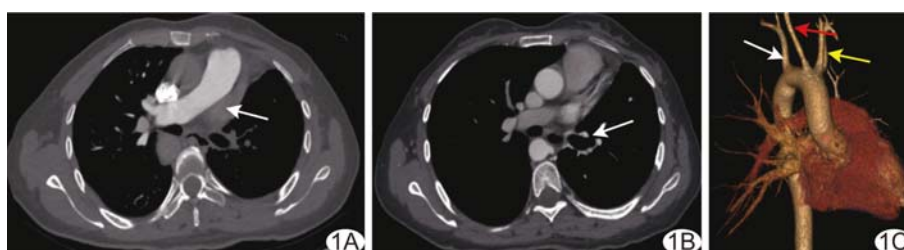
先天性左肺动脉缺如并 RAA A、B. 肺部增强动脉期轴位 CT 图示左肺动脉缺如(A, 箭)、左肺门处支气管动脉代偿性扩张(B, 箭); C. 容积重建图示左肺动脉缺如, 右颈总动脉(红箭)及右锁骨下动脉(白箭)起自 RAA, 左无名动脉(黄箭)发出左颈总动脉及左锁骨下动脉
